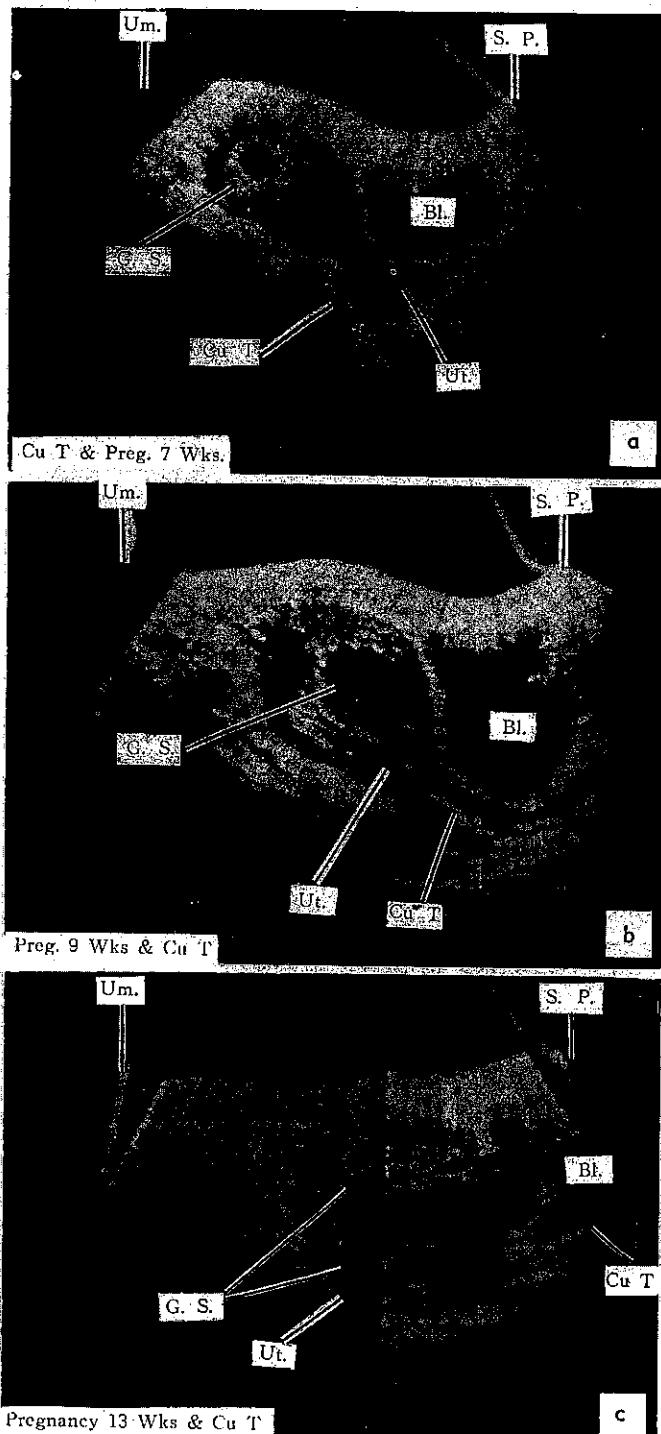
Sonograms showing coexistence of an early pregnancy and Cu T. The device is located in the lower portion of the uterine cavity (a,b), and even penetrated through the posterior lip of the cervix (c also shown in Fig. 12)
